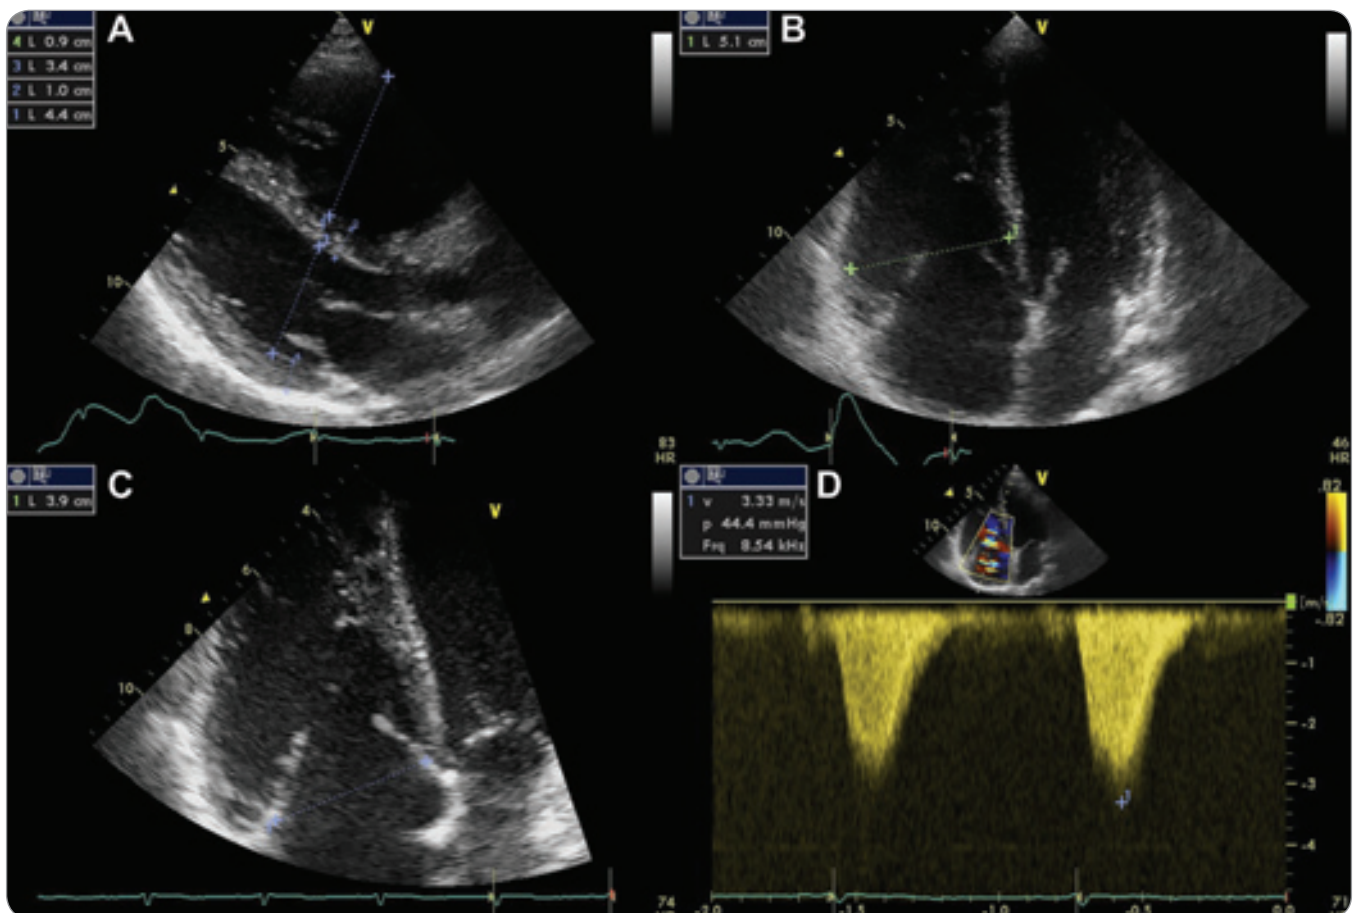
Transthoracic echocardiography after six months. A) Dilated right ventricle in the parasternal long axis view; B) right ventricle and right atrium dilatation in the apical four-chamber view; C) thickened tricuspid valve leaflets, a large coaptation defect; D) continuous wave Doppler profile of severe tricuspid regurgitation. Characteristic dagger-shaped spectrum with early peak pressure and rapid decline.
